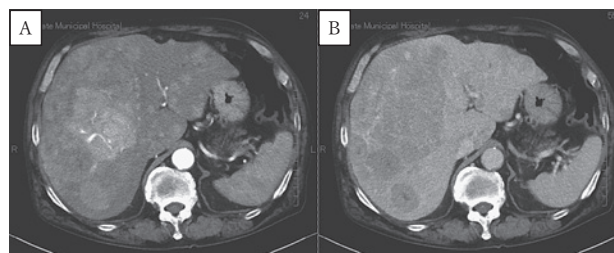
腹部造影 CT (A: 動脈相 B: 平衡相)
